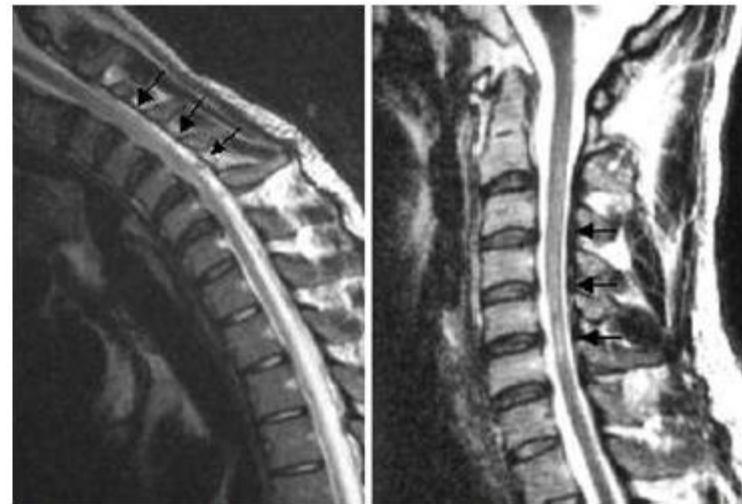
Case 5. Postoperative dynamic MR imaging (after anterior approach). Images obtained in neutral position (right) and flexion (left) showing anterior column decompression.
